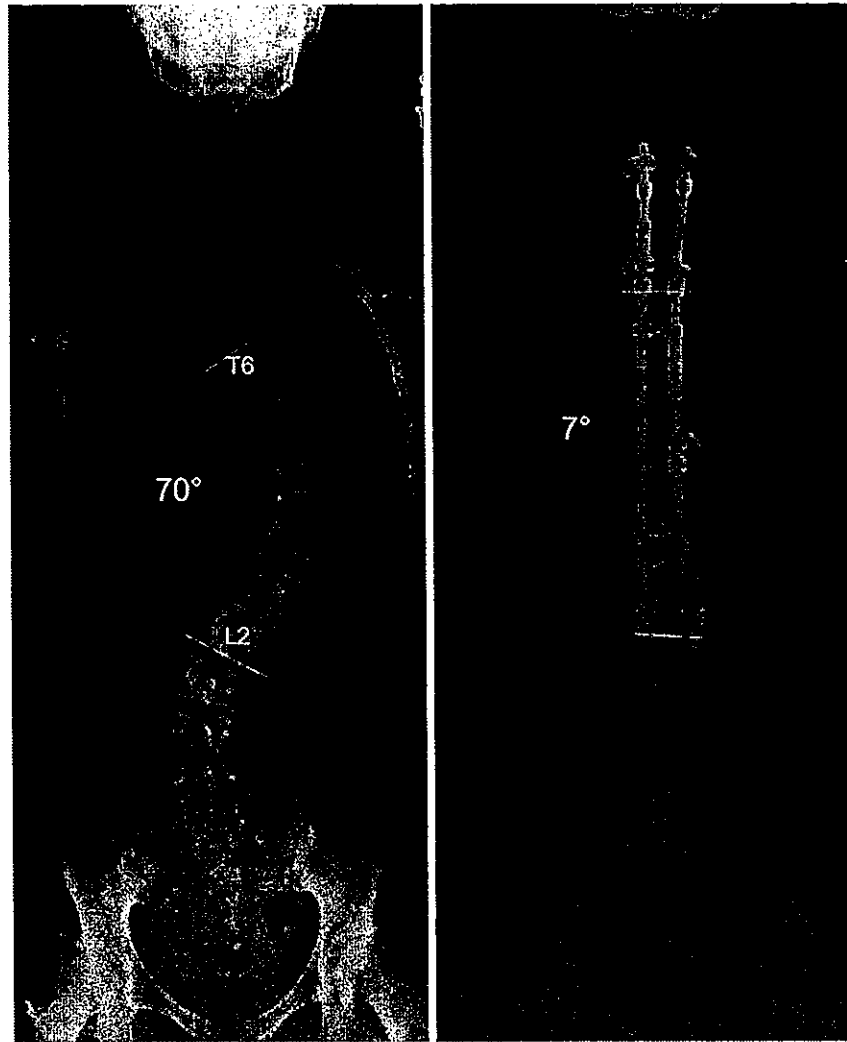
Preoperative and 3-year follow up postero-anterior radiograph of a 14 years old girl with AIS, Lenke type 2A-. T6-L2 main thoracic curve was corrected from 70 to 7° (90% correction). Six sublaminar UHMWPE cables were used from Th6 to Th11 laminae. CRR was undergone from left 8th to 10th ribs, and right transverse process resection with costo-vertebral joint release was undergone Th8 and 9 vertebrae.
